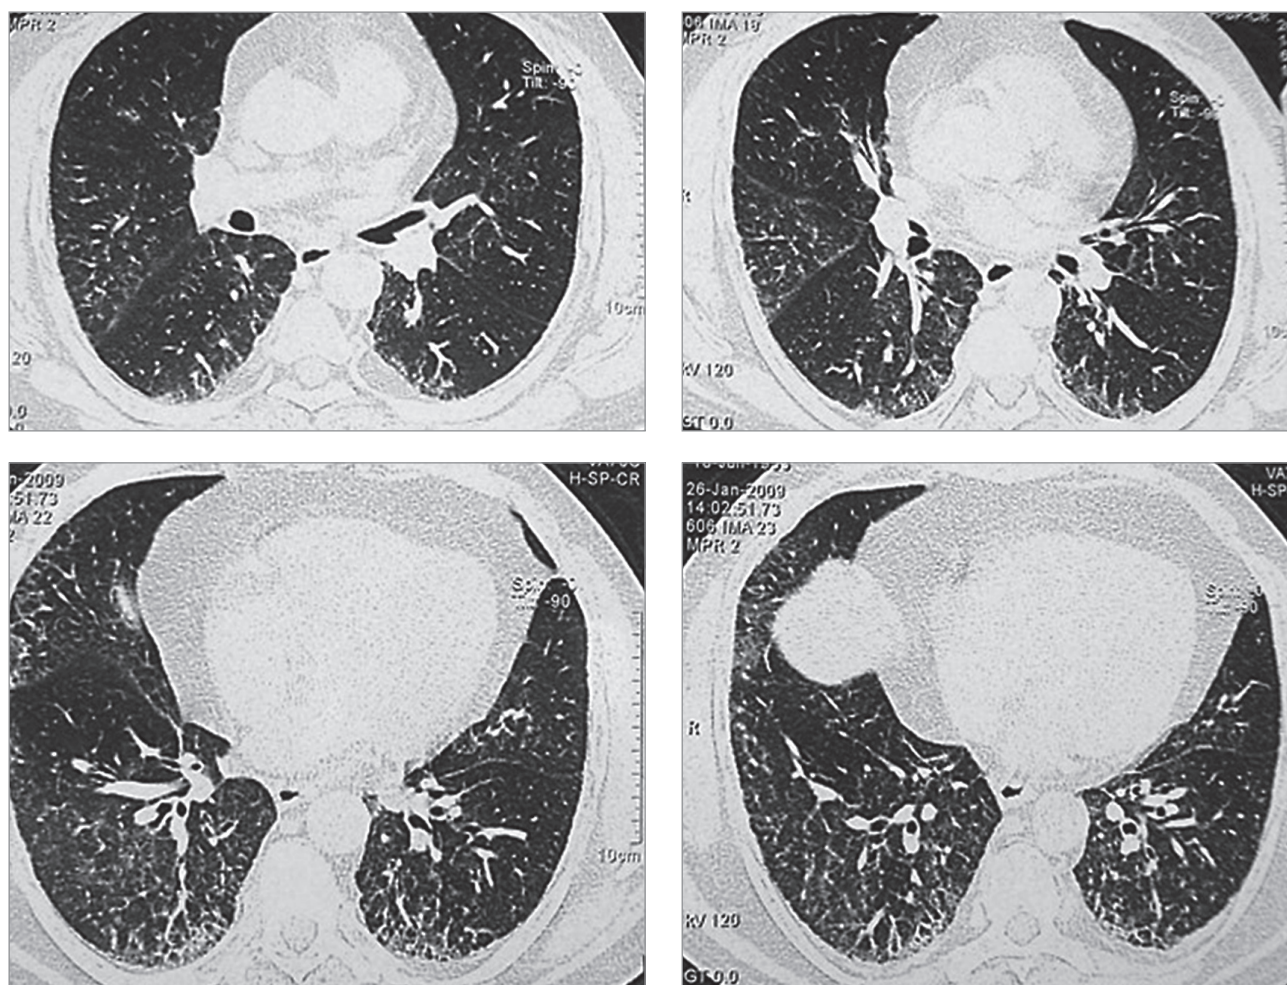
Хроническая липоидная пневмония вследствие длительной микроаспирации масла; паттерн фиброзной неспецифической интерстициальной пневмонии. Компьютерная томография (из архива Орловой Г.П.)
